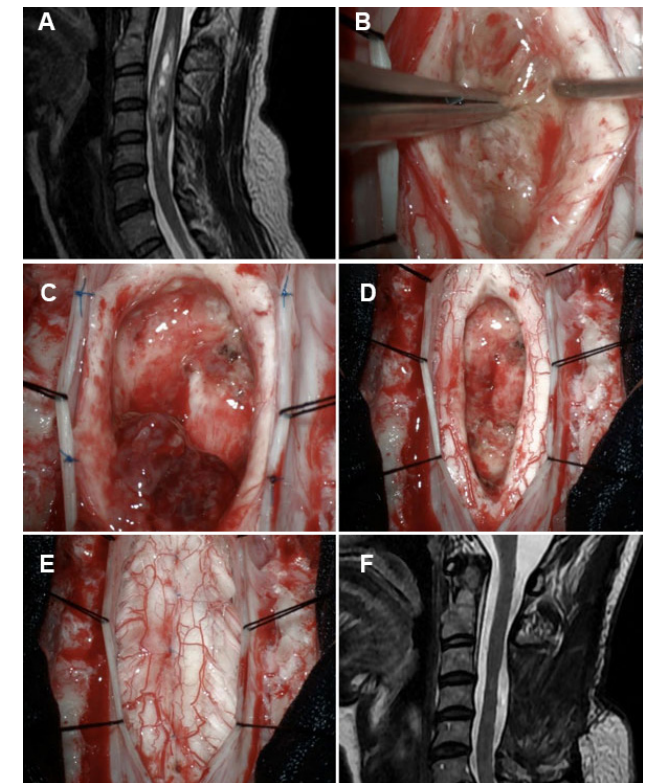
Tumor intradural-intramedular, C2-C4, ependimoma. A) RM prequirúrgica. B-E) Hallazgos intraoperatorios. F) RM postquirúrgica.
